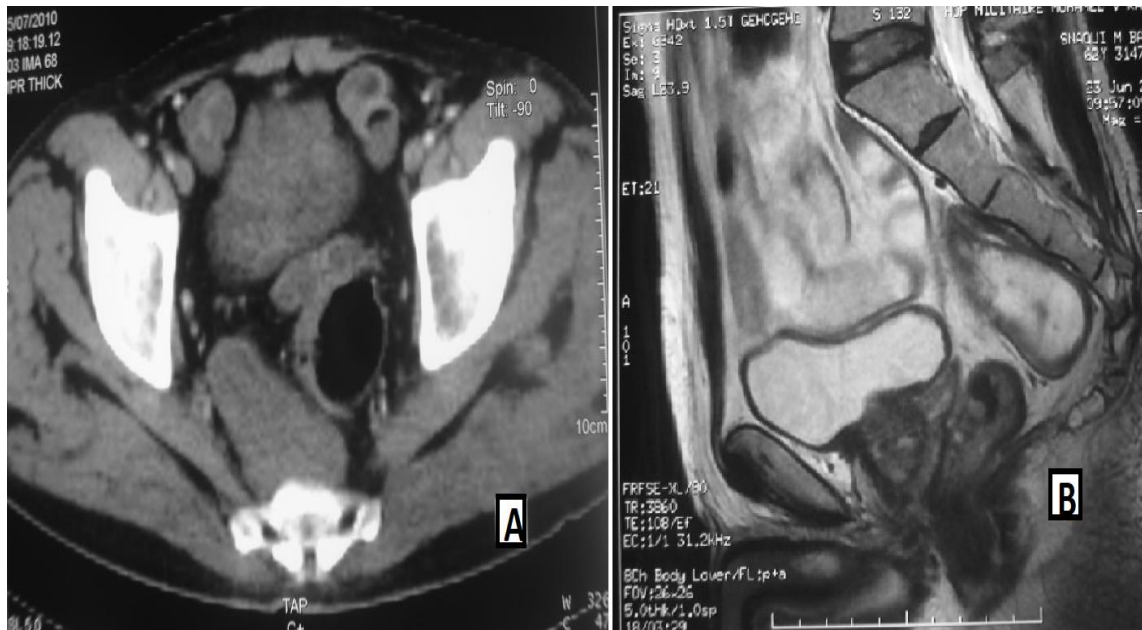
(A) Coupe transversale TDM, montrant la situation de la masse par rapport au rectum et au sacrum ; (B) Coupe sagittale IRM, mettant en évidence le contact intime avec le fascia de Waldeyer. [Service de chirurgie viscérale ; HMIMV]
